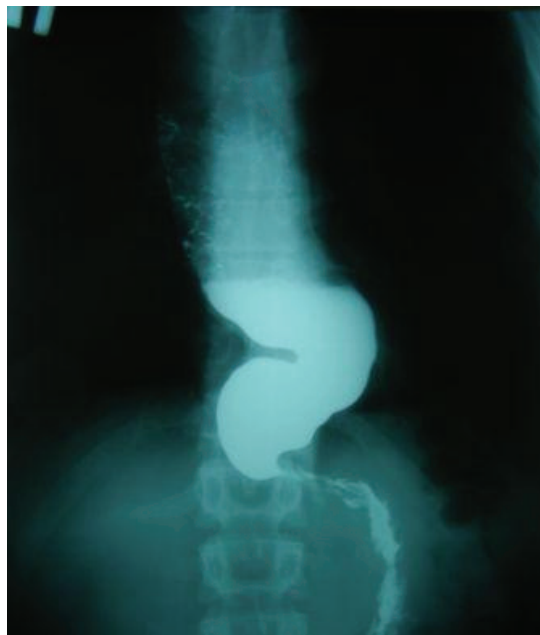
Рентгенограмма верхних отделов пищеварительного тракта больного М., 29 лет, АК III ст. Положение стоя. Расширение и S-образная деформация пищевода
